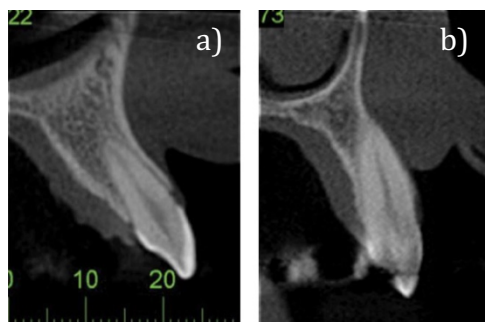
Tomografia computadorizada de feixe cônico da zona maxilar anterior.
